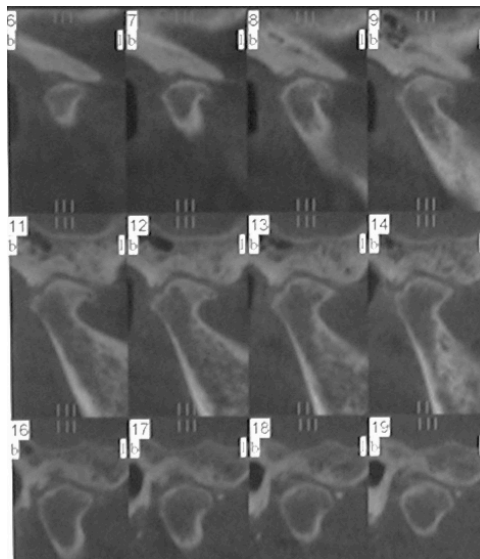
Coupes para-sagittales d'un condyle atteint d'ostéo-arthrose (technique CbCt)
